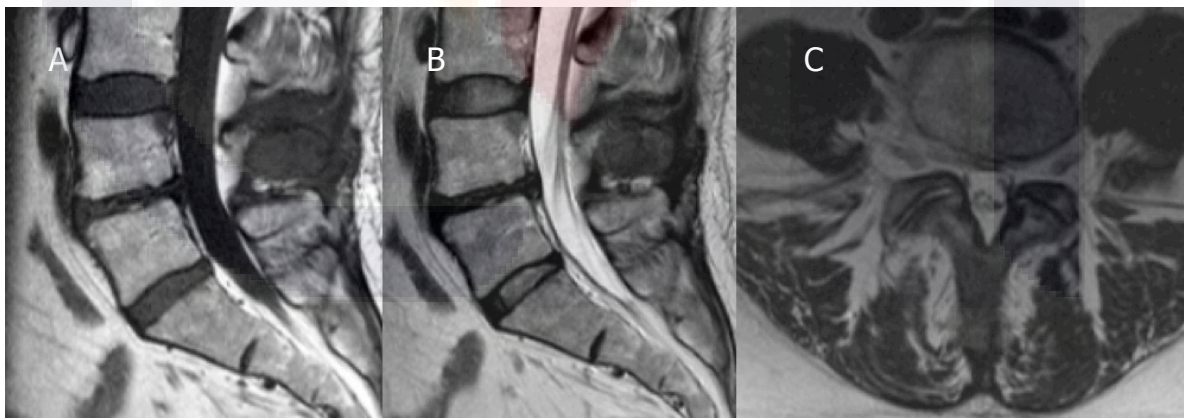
Mujer de 43 años de edad con antecedente de Ca. de mama, con diagnóstico de lumbalgia. A-B) Imágenes de RM en plano sagital, en las que se observa lesión en apófisis espinosa de L4, que se comporta hipointensa en T1 y T2, en paciente con Ca de mama, que corresponde a invasión metastásica ósea, corroborada en corte axial (C).
